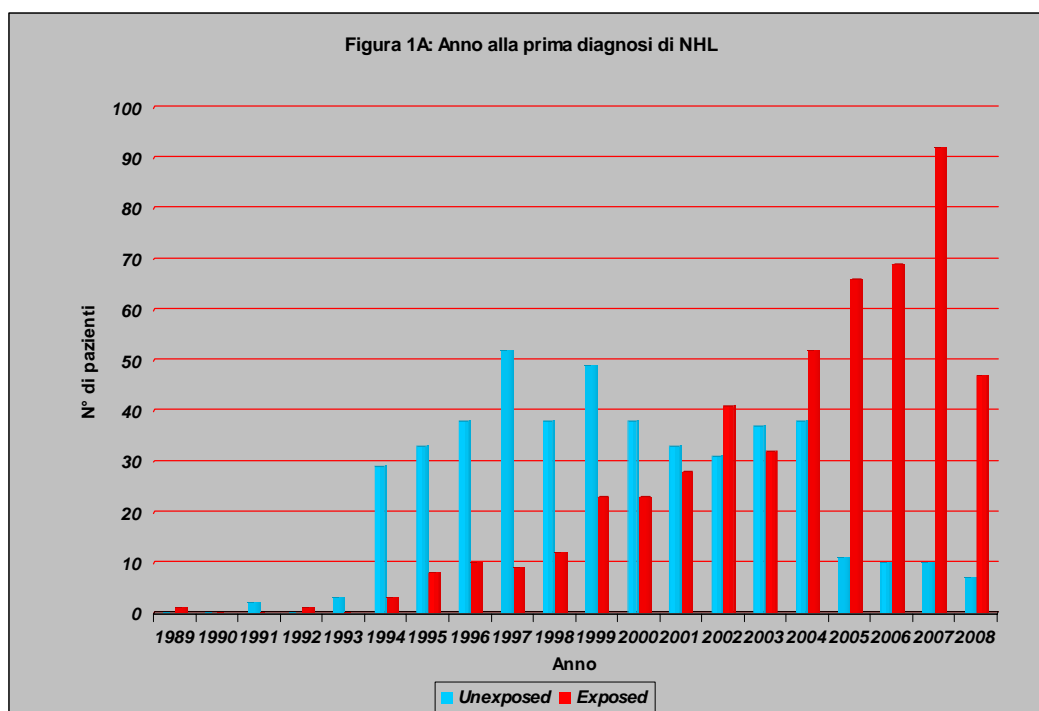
A) Distribuzione dei pazienti per anno alla prima diagnosi di NHL; B) Distribuzione dei pazienti che hanno ricevuto una procedura diagnostica di interesse neurologico per anno. (dati registrati fino ad Aprile 2008) *CT scan, MRI, visite neurologiche
